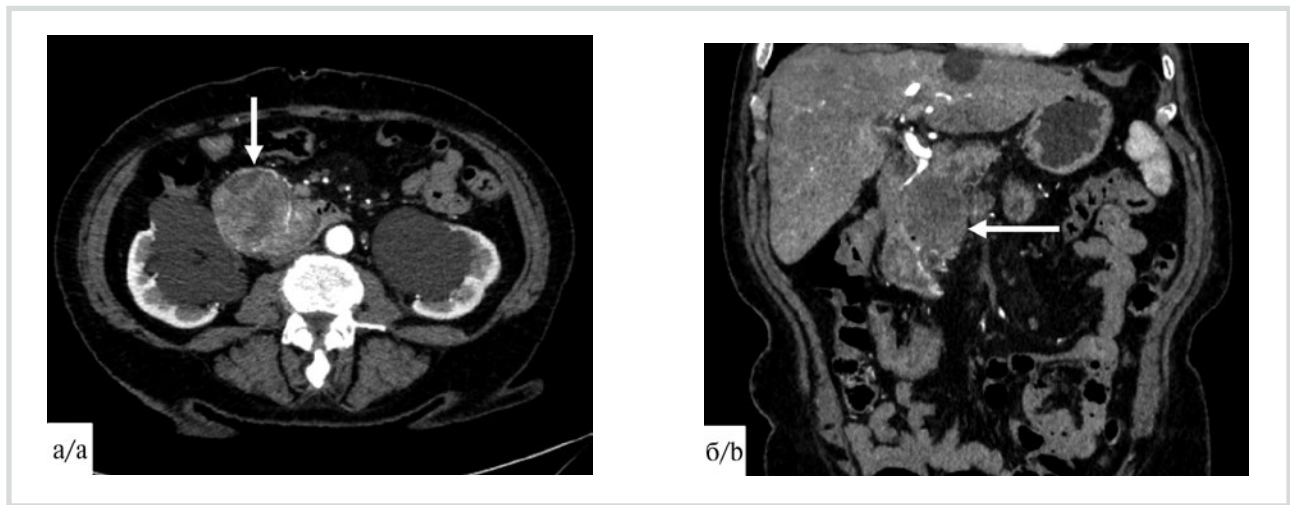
МСК-томограмма, артериальная фаза, аксиальный (а) и фронтальный срезы (б). Опухоль (стрелка) трактовалась как гастроинтестинальная опухоль двенадцатиперстной кишки. Послеоперационный диагноз: внутрисекреторная папиллярная муцинозная опухоль 1-го типа.
